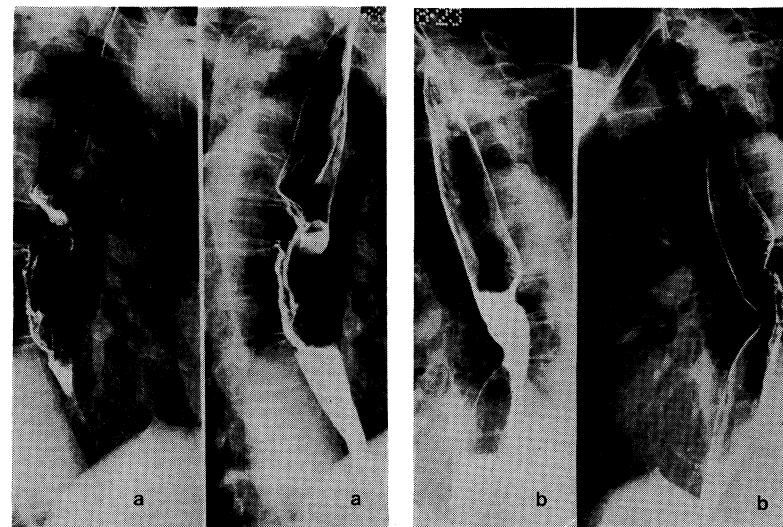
(Case 2) a X-ray films before radiation.
